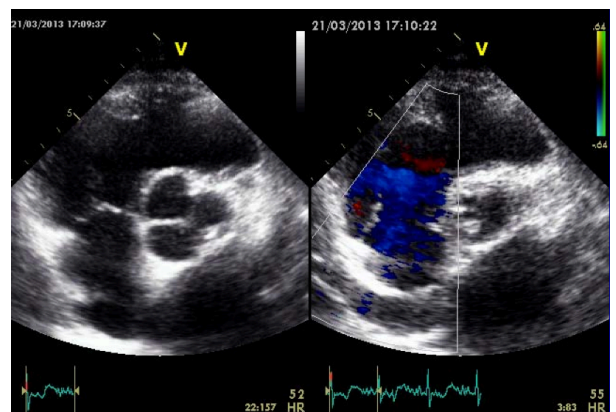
Vista parasternale asse corto
